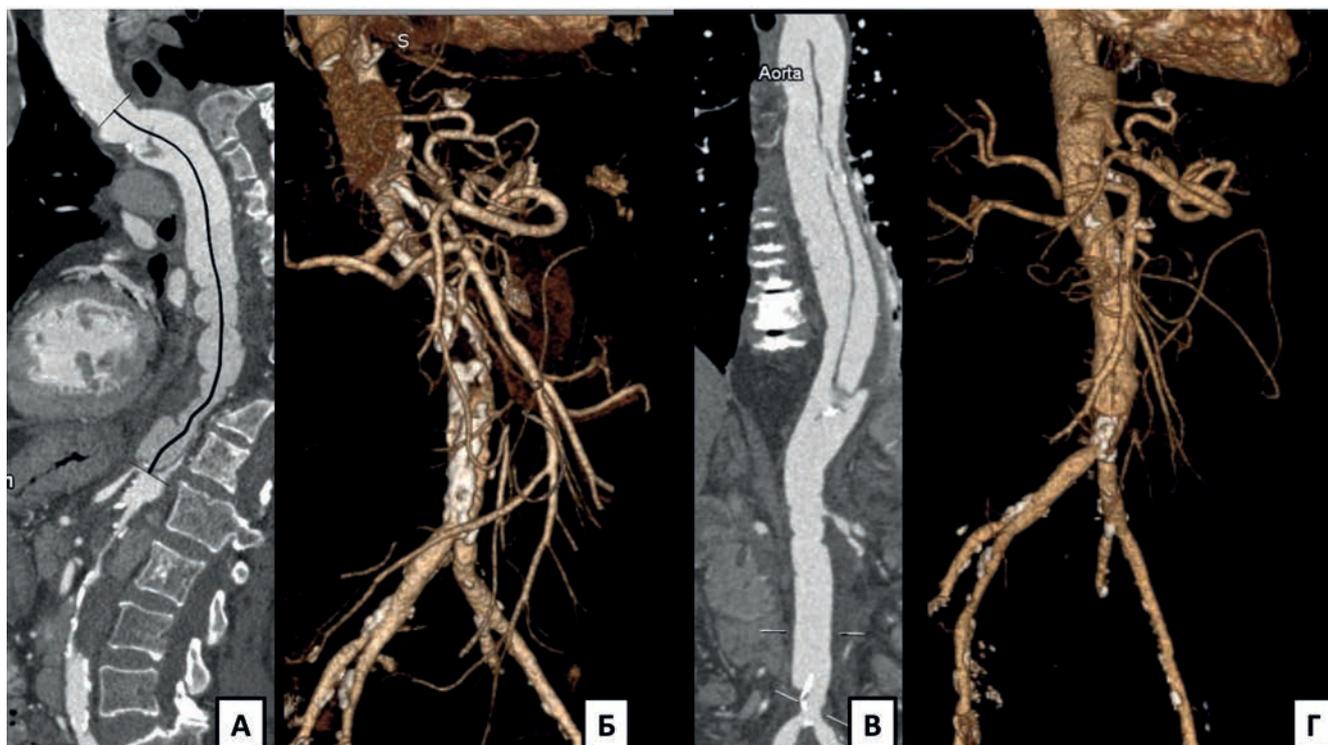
КТ-ангиография до и после операции: А, Б – центральная линия аорты и 3D-реконструкция до операции, выявлен субокклюзирующий тромбоз абдоминальной аорты с обструкцией висцеральных и почечных артерий, гипоперфузия левой почки; В, Г - центральная линия аорты и 3D-реконструкция после операции через 1 год.
